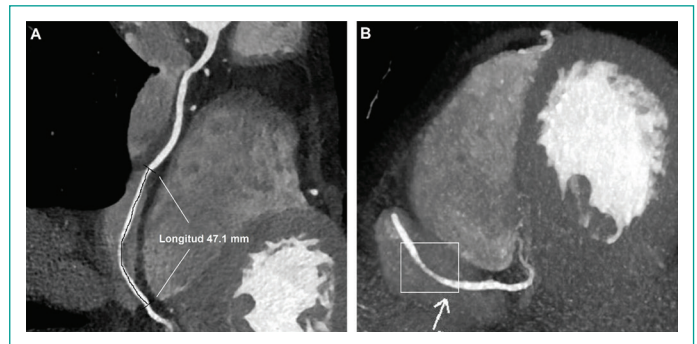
Angiotomografía coronaria contrastada. (A) Recorrido intracavitario de la ACD con longitud total de 47.1 mm (línea negra). (B) Paso de la ACD dentro de la aurícula derecha (flecha) y estenosis del segmento intracavitario distal (rectángulo).
